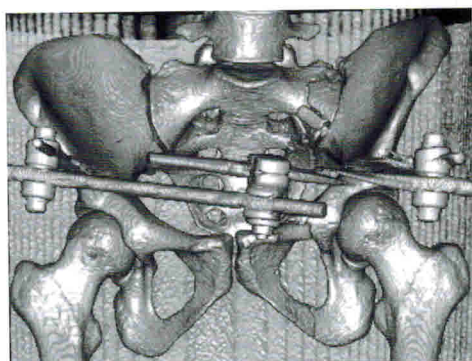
Рисунок 2А. МСКТ костей таза пациентки С., 25 лет, после фиксации в АНФ.
